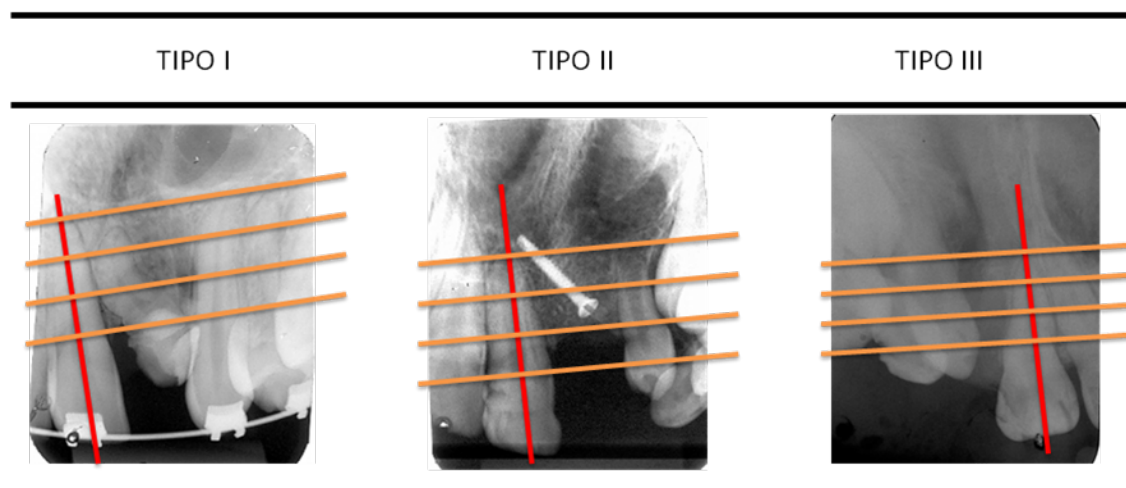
RADIOGRAFIAS EXEMPLIFICANDO OS TIPOS DE ENXERTO SEGUNDO A CLASSIFICAÇÃO DE BERGLAN, SEMB E ABYHOLM (1986).
